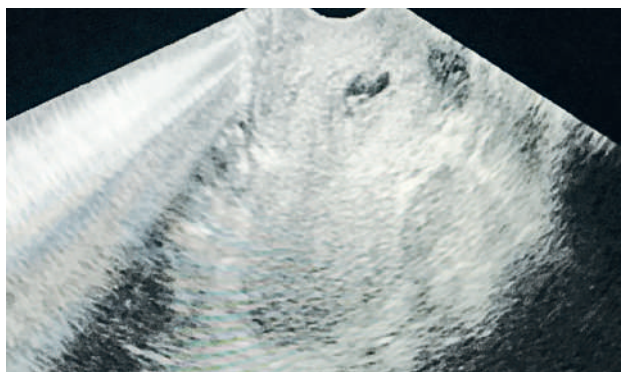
Ультразвуковая картина ОМТ у пациентки Х. перед оперативным лечением [данные получены авторами]/ Ultrasound picture of OMT in patient X. before surgical treatment [data obtained by the authors]
